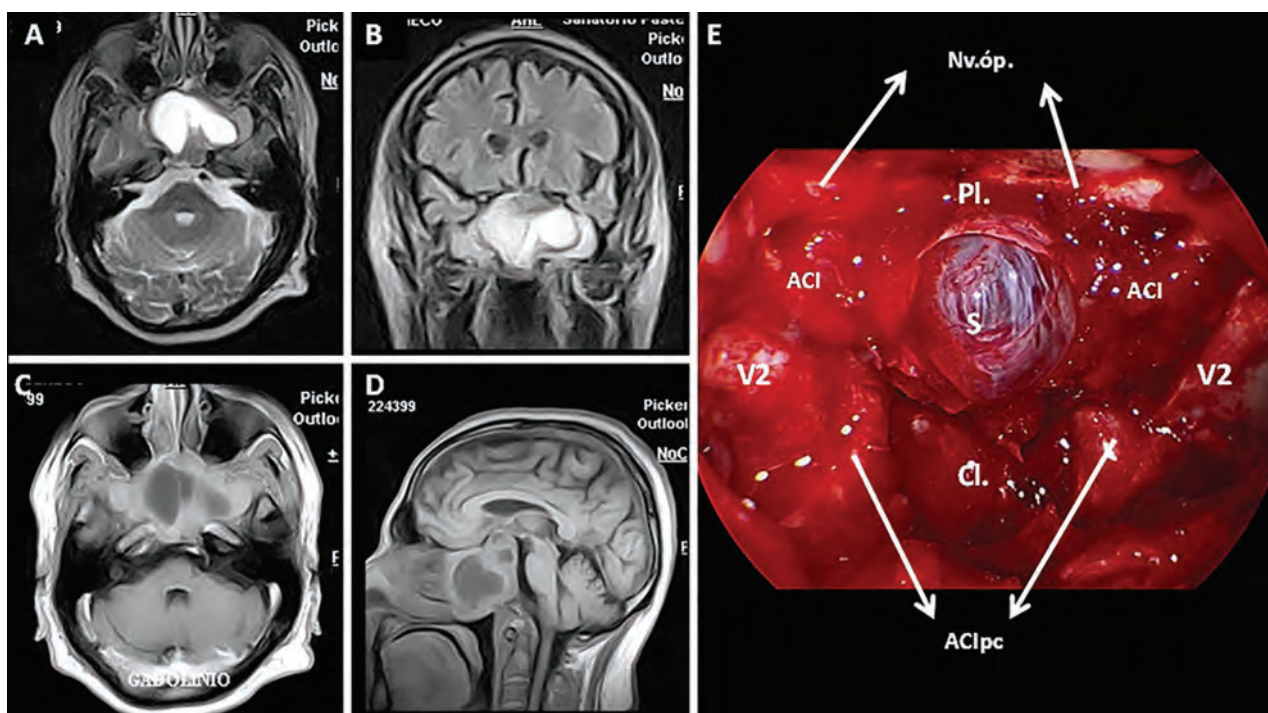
Abordaje Traospteroideo infratemporal BILATERAL. A-D) imágenes intraoperatorias en la que se observan cortes axial, sagital y coronal en imágenes de RMN de un adenoma de hipófisis no funcionante invasor. Nótese la relación con el piso de ambas fosas medias, ambos conos orbitarios, ubicándose posteriormente a ambos senos maxilares. E) Imagen intraoperatoria tras un abordaje transpteroideo bilateral, exponiéndose la duramadre de ambas fosas craneales medias. Se aprecia el diafragma selar descendido luego de la resección (S) en el centro de la imagen. Inmediatamente superior destacamos al planum esfenoidal (Pl.), ambos nervios ópticos (Nv.Óp.) y la invaginación clival (Cl.) por debajo de la prominencia selar. Hacia los laterales observamos a la arteria carótida interna paraselar y paraclival (ACI, ACIpc). Y en el compartimento lateral, lo más destacado de la imagen: el nervio maxilar (V2).
